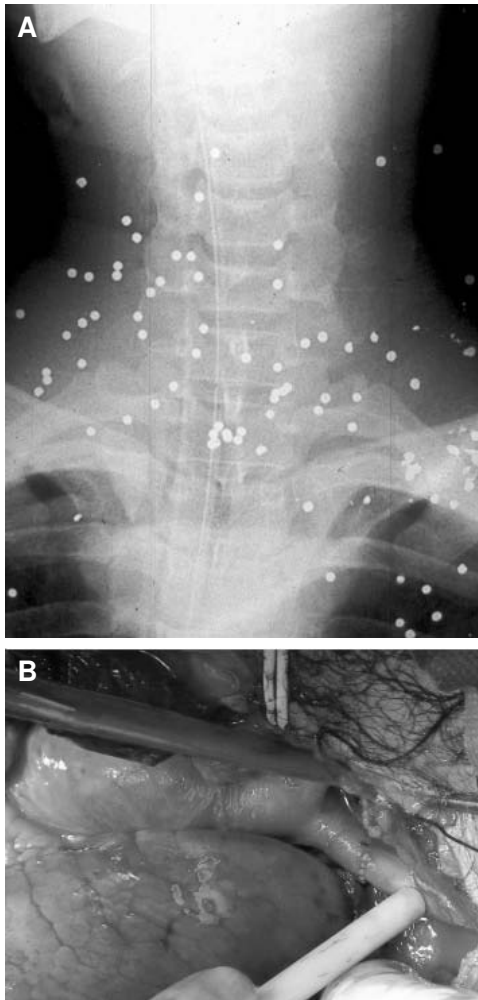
A. Radiografía simple de tórax que muestra múltiples lesiones secundarias a herida por arma de fuego. B. Reparación primaria arterial mediante la realización de una anastomosis término-terminal.
